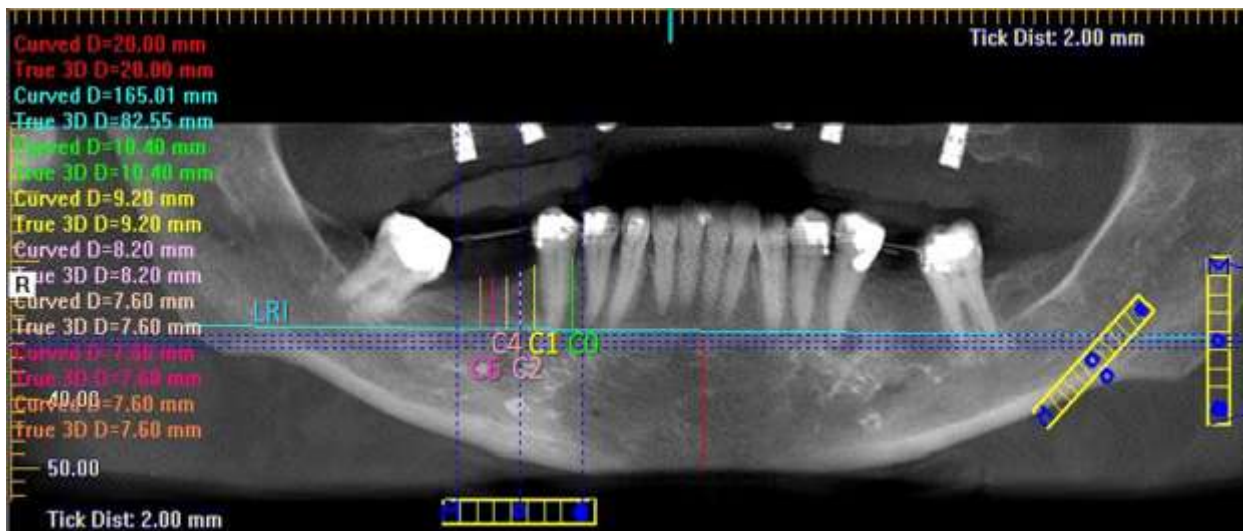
Medidas avaliadas na vista panorâmica da tomografia pré-movimentação com as seguintes legendas: LRI - Linha de referência inferior, C0 - crista mesial (oposta ao antigo sítio de colocação do implante), C1 - crista distal (contígua ao antigo sítio de colocação do implante), C2 - medida a 2mm da crista mesial, C4 - medida a 4mm da crista mesial e C6 - medida a 6mm da crista mesial.
